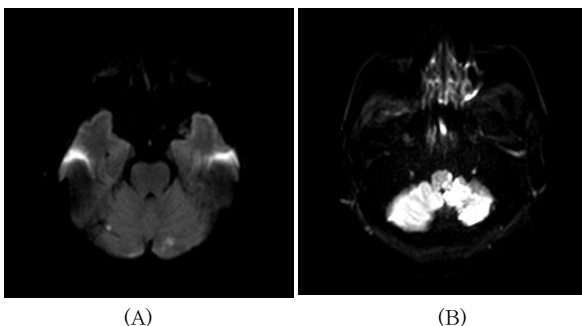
(A) Brain MRI (2016,04,08.) Multifocal small infarctions in both cerebellum. (B) Brain diffusion MRI (2016,04,10.) Acute infarction in left lateral medulla oblongata.
